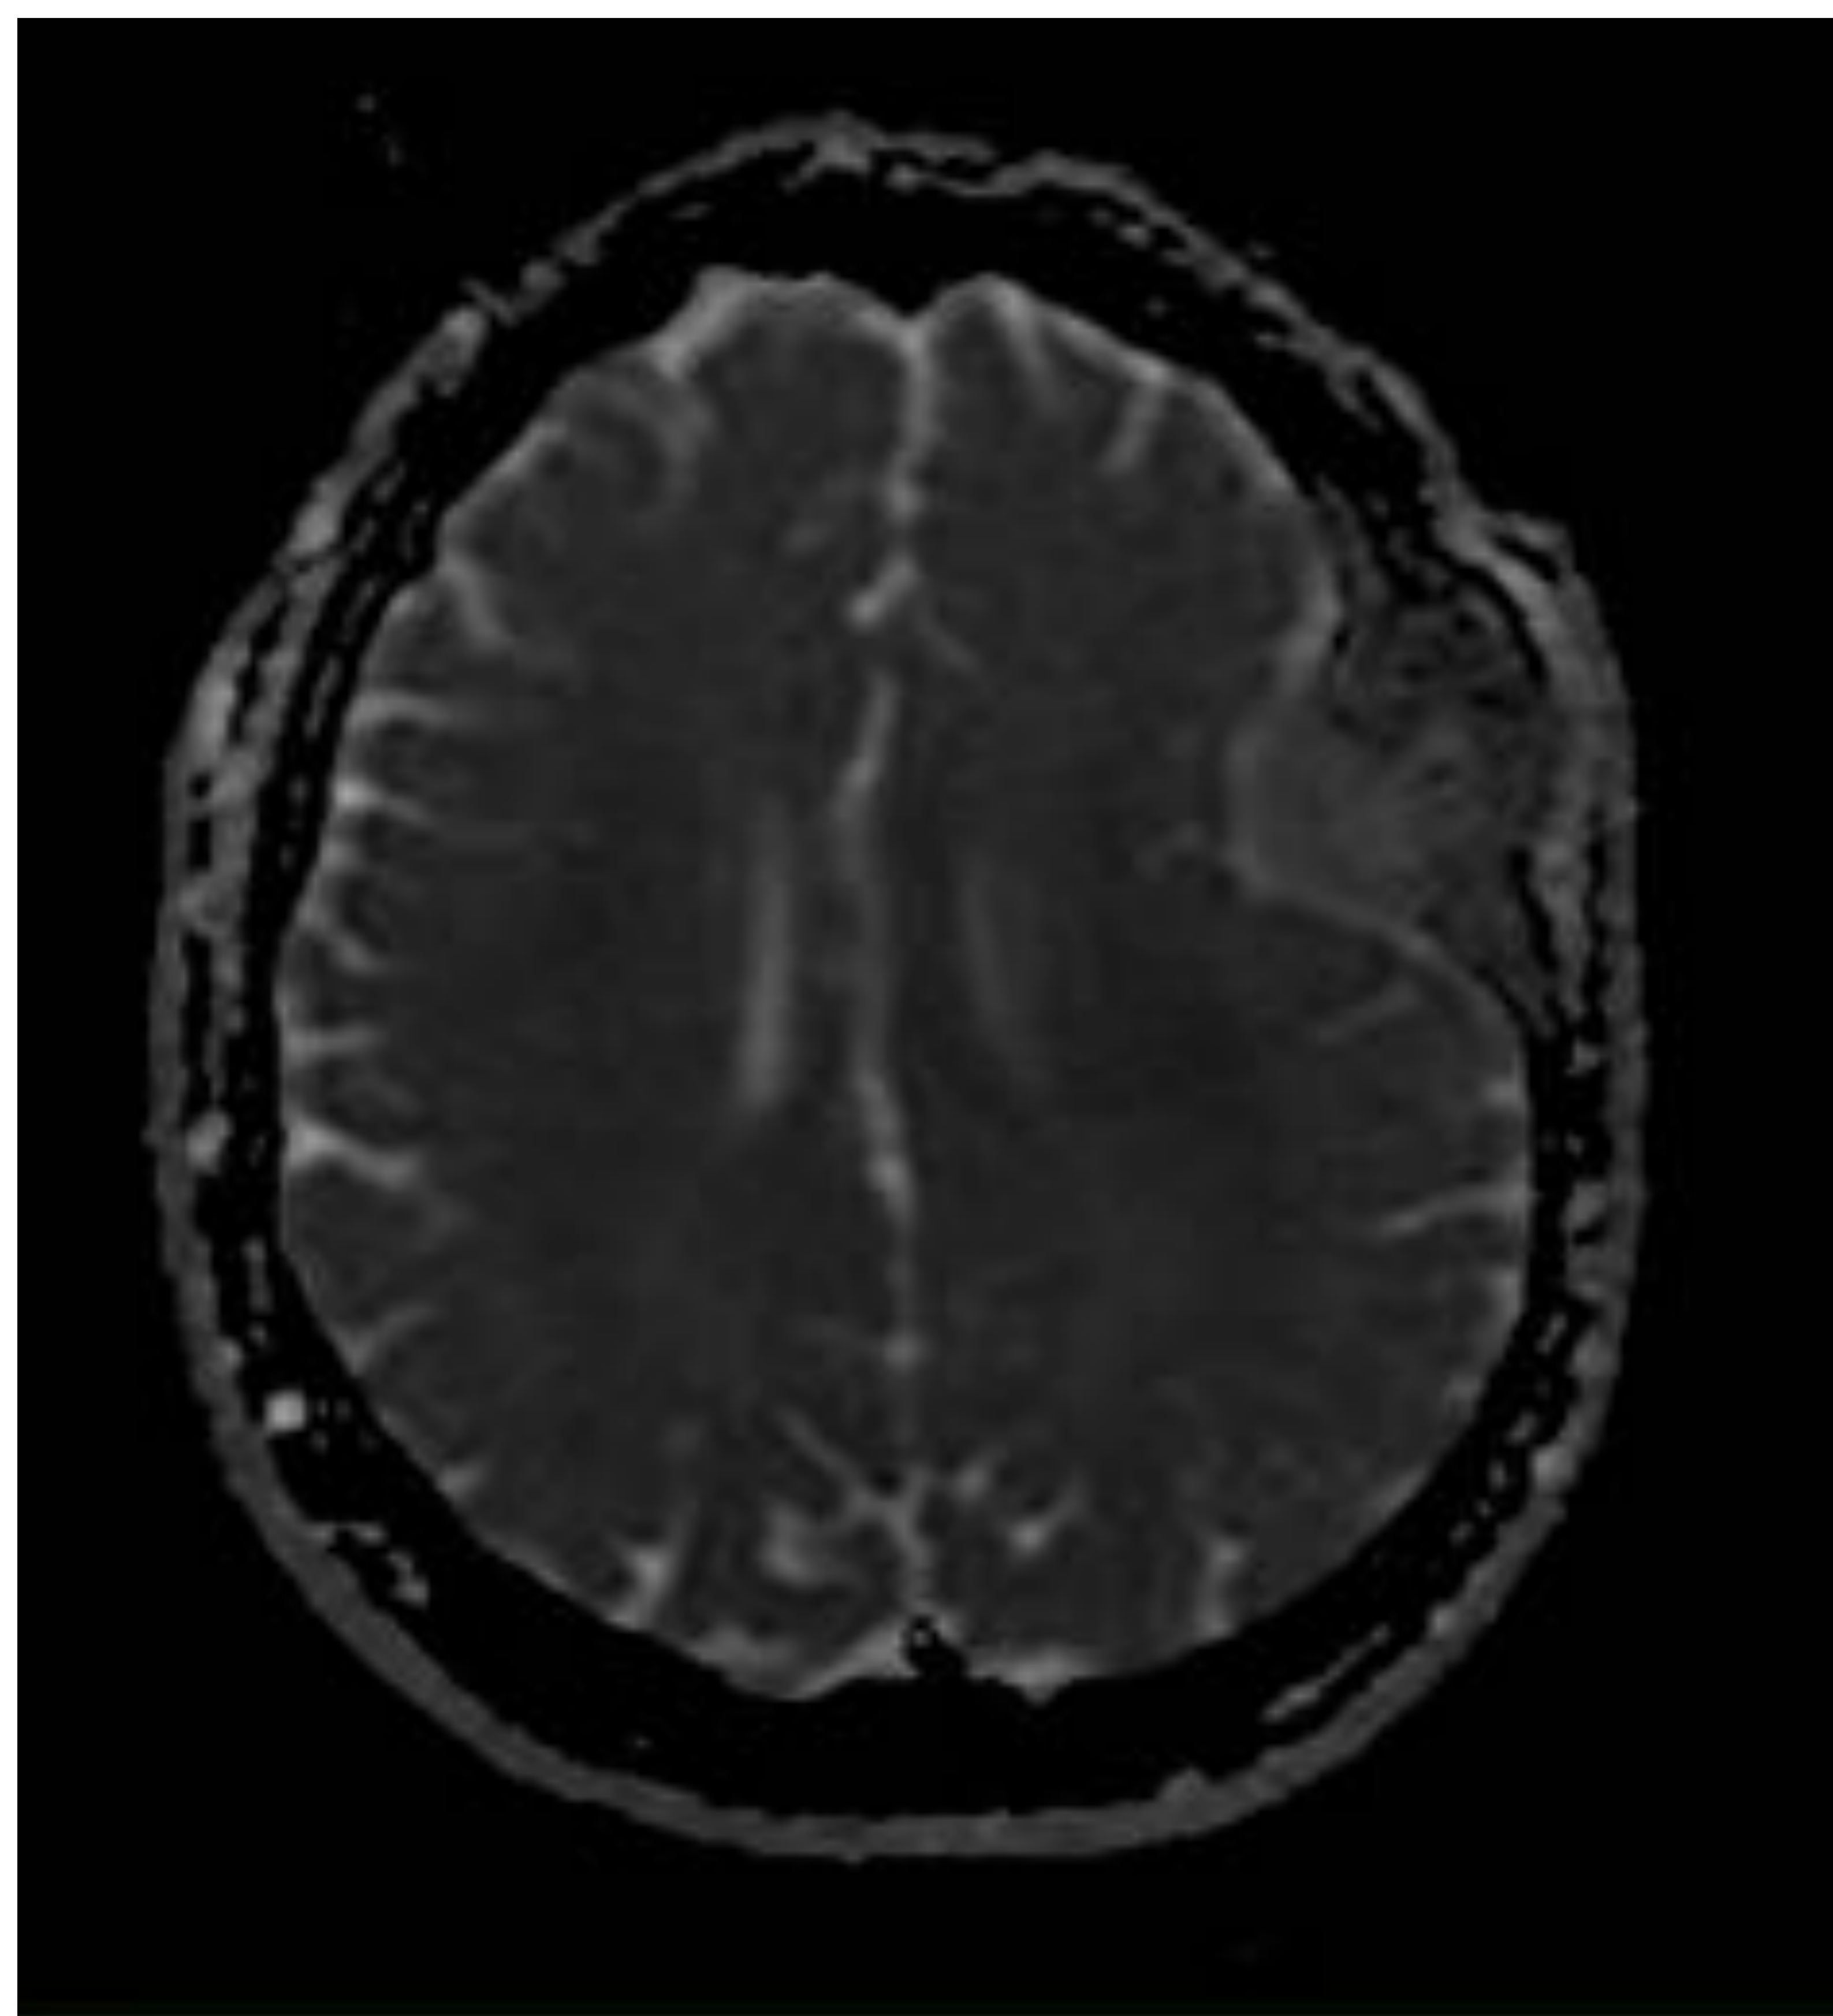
RM: Difusión y gadolinio
